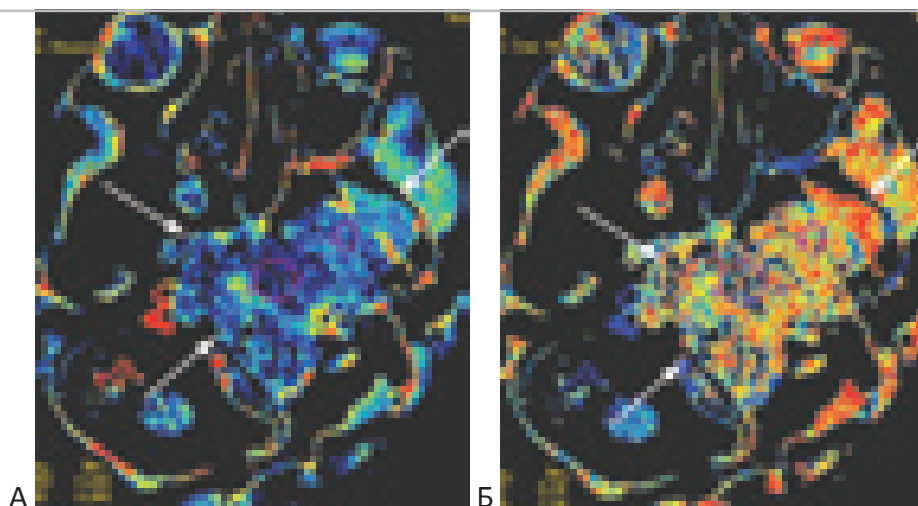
КТ перфузия хордомы основания черепа. При перфузионном КТ-исследовании выявляется низкий показатель BV (объем кровотока в 100 мг вещества) (“А”) и удлиненное МТТ (среднее время транзита крови) (“Б”) опухолевой ткани. Стрелками показана хордома.
